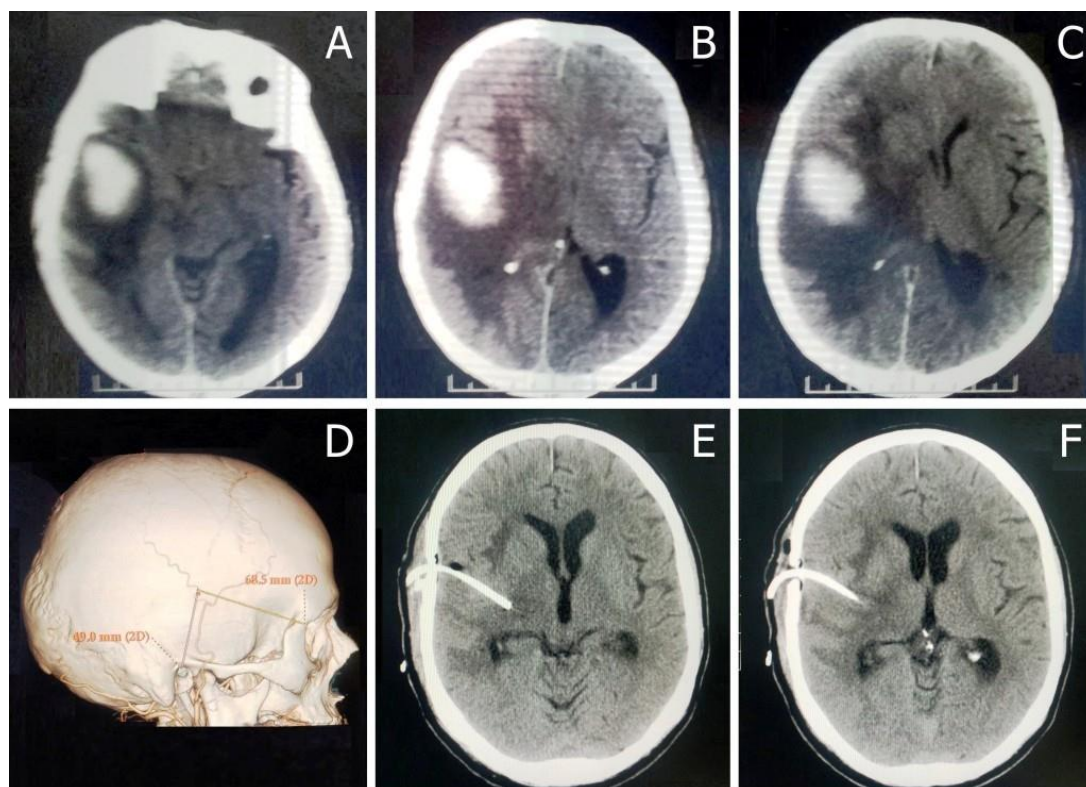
HICS supratentorial în emisfera cerebrală dreaptă tratat prin metoda puncției și aspirației cu aplicarea fibrinolizei locale. A, B, C – imagini preoperatorii, D – calcul computerizat al traseului pentru accesarea hematomului în baza CT cerebral. E, F - imagini postoperatorii demonstrând poziția cateterului și procesul de evacuare a hematomului.
